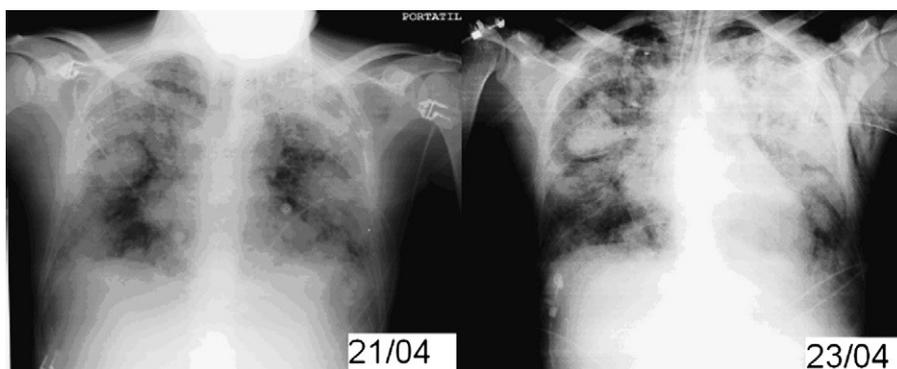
Radiografía de tórax en la que se observa patrón intersticial alveolar y nódulos alveolares.
